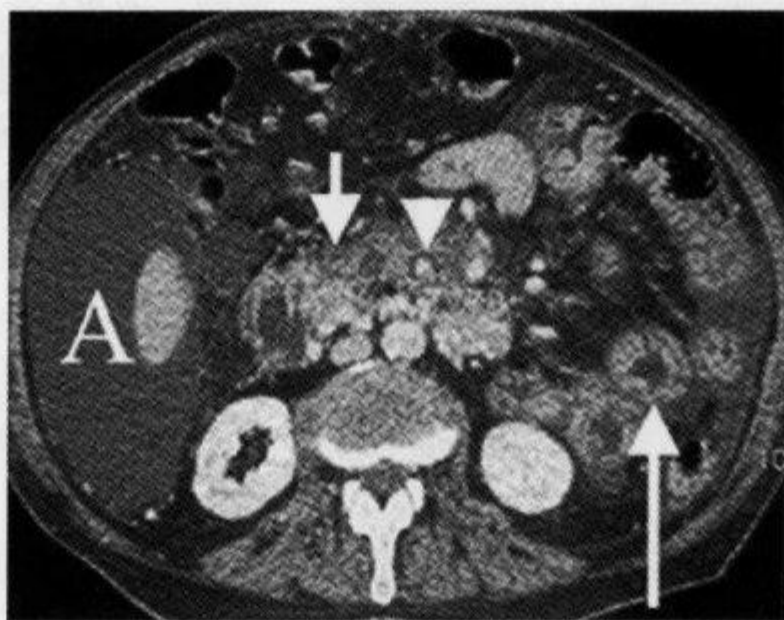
轴位 CT 增强扫描示“脂肪环征”
